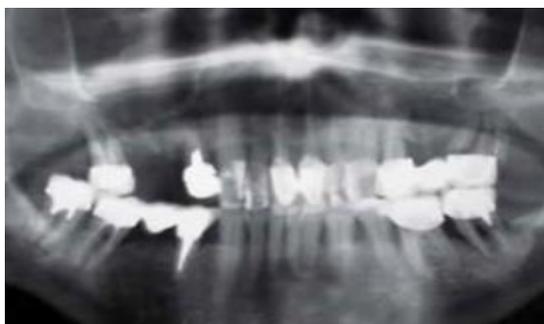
Radiografia panorâmica inicial. Na maxila, todos os dentes apresentaram comprometimento periodontal. Santiago RJA, Mendonça JEF, Pontes KMF, Barros CP. Implante imediato e carga imediata em paciente periodontal - relato de caso com acompanhamento de seis anos. Full Dent. Sci. 2014; 5(18):306.
